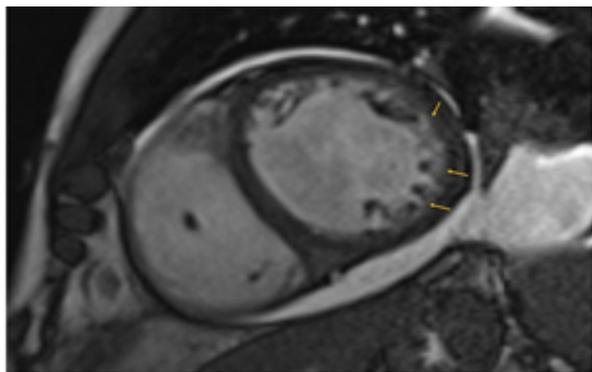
Resonancia cardíaca contrastada. Eje corto mostrando aumento de las trabeculaciones en los segmentos apicales sin zonas de realce sugestivas de isquemia (flechas).
